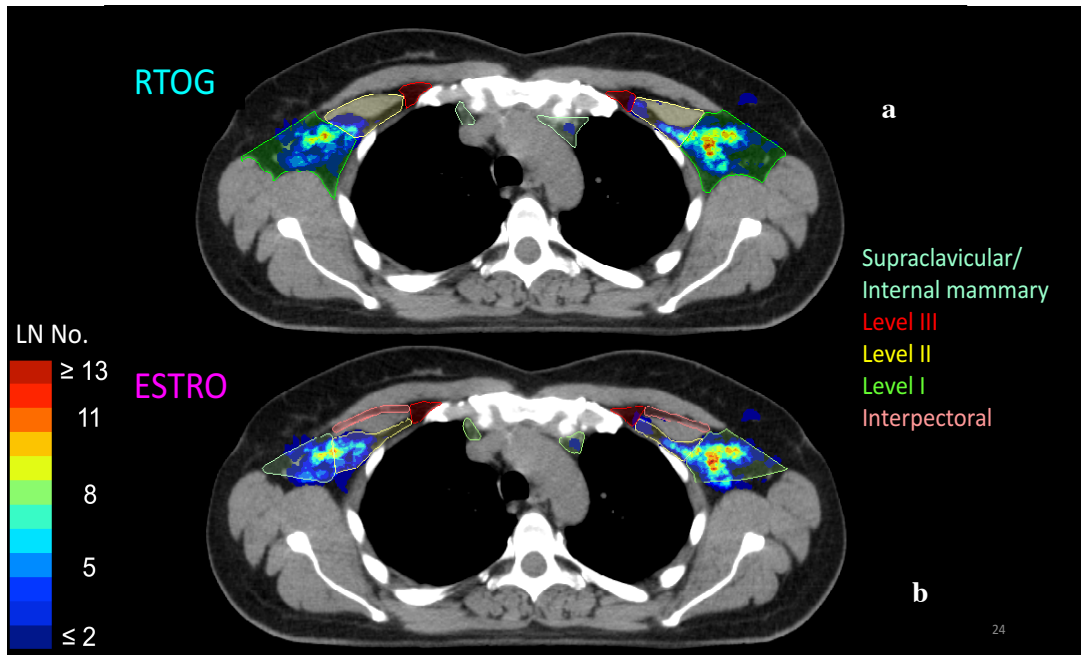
Vergleich RTOG versus ESTRO: Auszug aus dem in dieser Arbeit erstellten farbkodierten Atlas der FDG/PET-CT positiven Lymphknotenmetastasen. Dargestellt sind das Level I – III und der Bereich um die A. mammaria interna sowie das interpectorale Level der ESTRO Empfehlungen. Deutliche Unterschiede der Konturierung des Level I und II sind hier zu erkennen.
